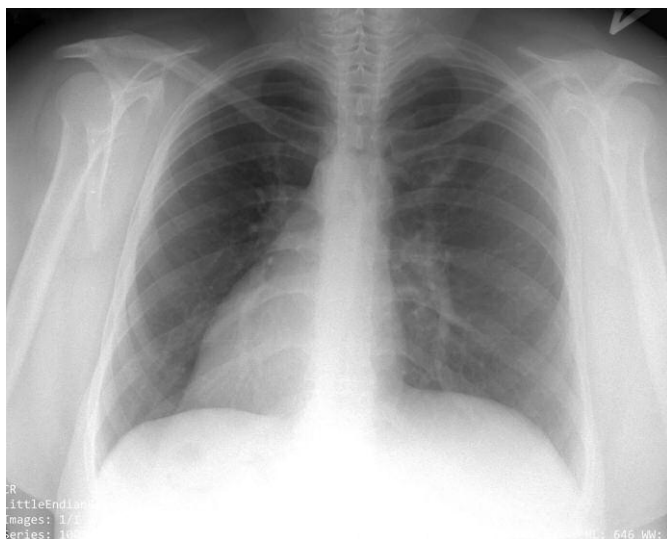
Рентгенограмма грудной клетки больной К.
